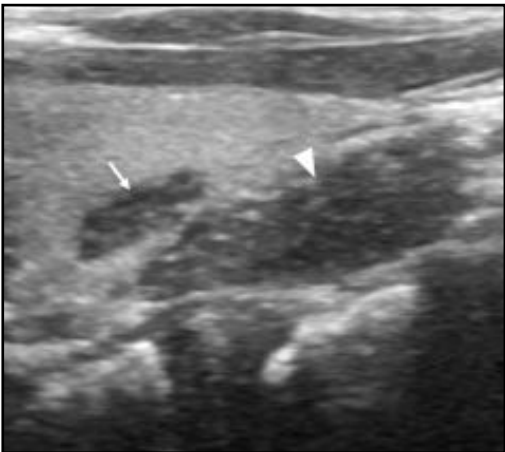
Intrathyroidal ectopic thymus and an ectopic thymus inferior to the thyroid of a 5-year-old boy. a) Longitudinal sonogram reveals a well-defined, solid, hypochoic, and ovoid-shaped lesion (arrow) with some punctate echoes located in the middle and posterior part of the left lobe of thyroid. Note that a large, ovoid-shaped another lesion (arrowhead) which is similar to the lesion within the thyroid is present inferior to the thyroid.
